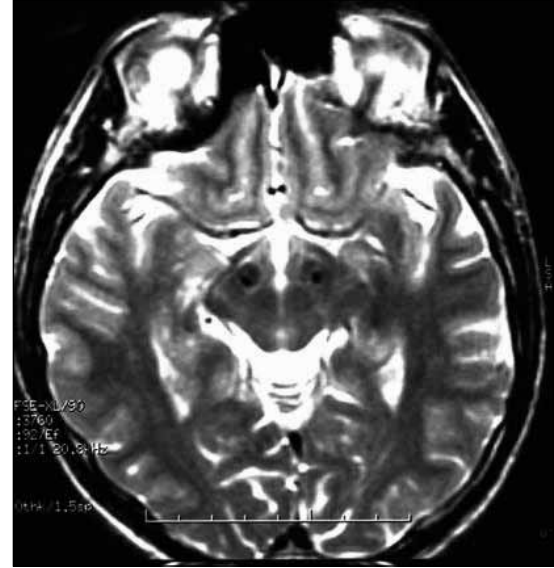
BT/MRI görüntü füzyonu sonrası STN'in direkt olarak hedeflenmesi.
